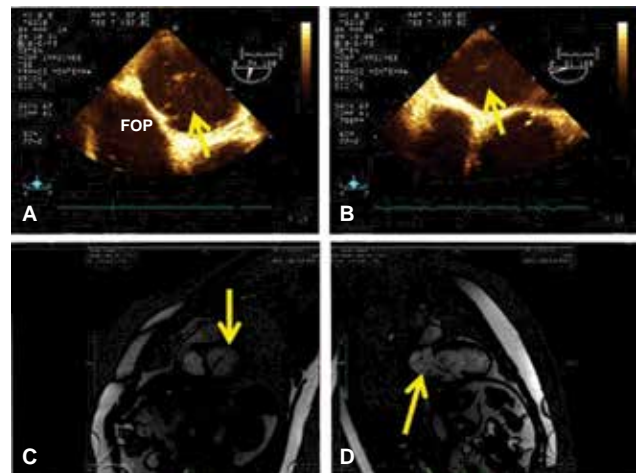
A y B. Ecocardiograma transesofágico donde se observa filamento de remanente de trombo; C y D. Resonancia magnética cardíaca donde se confirma la presencia de filamento (remanente de trombo).
